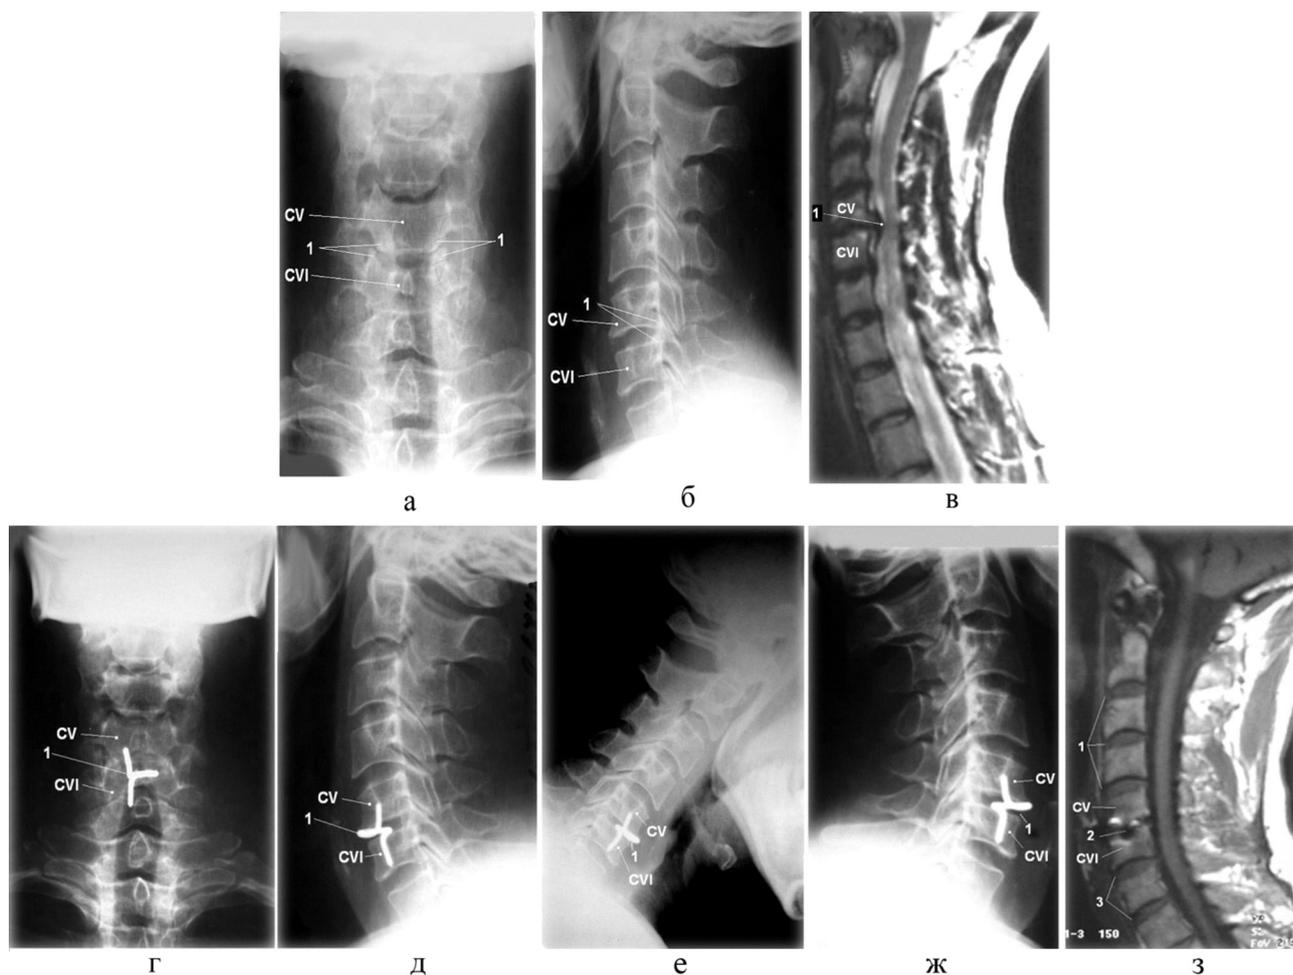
Рентгенограммы и МРТ шейного отдела позвоночника: а, б – рентгенограммы до операции (а – рентгенограмма в прямой проекции: артроз унковертебральных сочленений на уровне C5-C6; б – боковая проекция: задние остеофиты на уровне C5-C6); в – МРТ (T2 ВИ) до операции в сагиттальной проекции: срединно-боковая грыжа МПД C5-C6 слева; г, д – рентгенограммы в прямой и боковой проекциях после операции: 1 – титаноловый эндопротез МПД на уровне сегмента C5-C6; е, ж – функциональные рентгенограммы через 6 мес. после операции (сгибание, разгибание), межтеловой промежутков C5-C6 с установленным имплантатом динамически изменяется в зависимости от фазы движения, признаков нестабильности шейного отдела не выявлено; з – МРТ (T1 ВИ) через 6 мес. после операции (1, 3 – МПД, сигнал от дисков, расположенных выше и ниже оперированного, не изменен, что свидетельствует об отсутствии их перегрузки и дегенерации); 2 – оперированный диск C5-C6, видны артефакты от металлоконструкции; компрессия дурального мешка отсутствует
